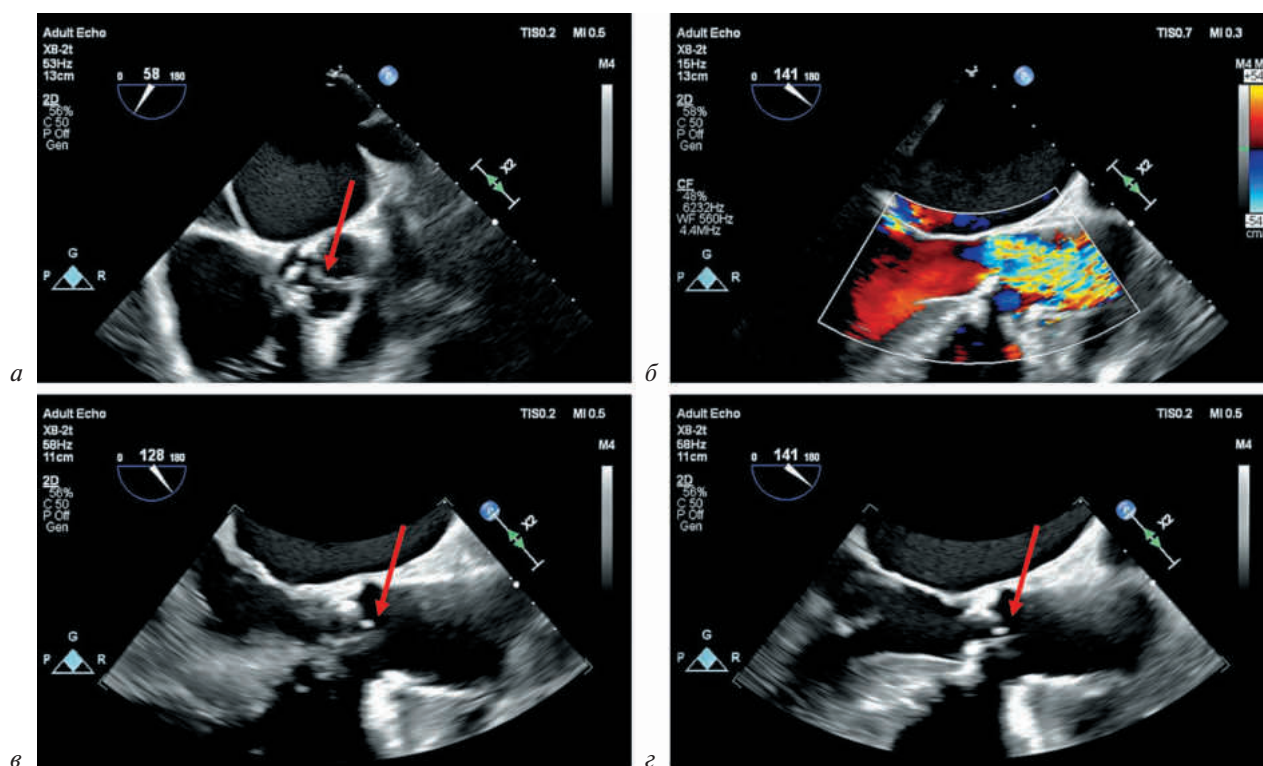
Эхокардиография пациента С.:
